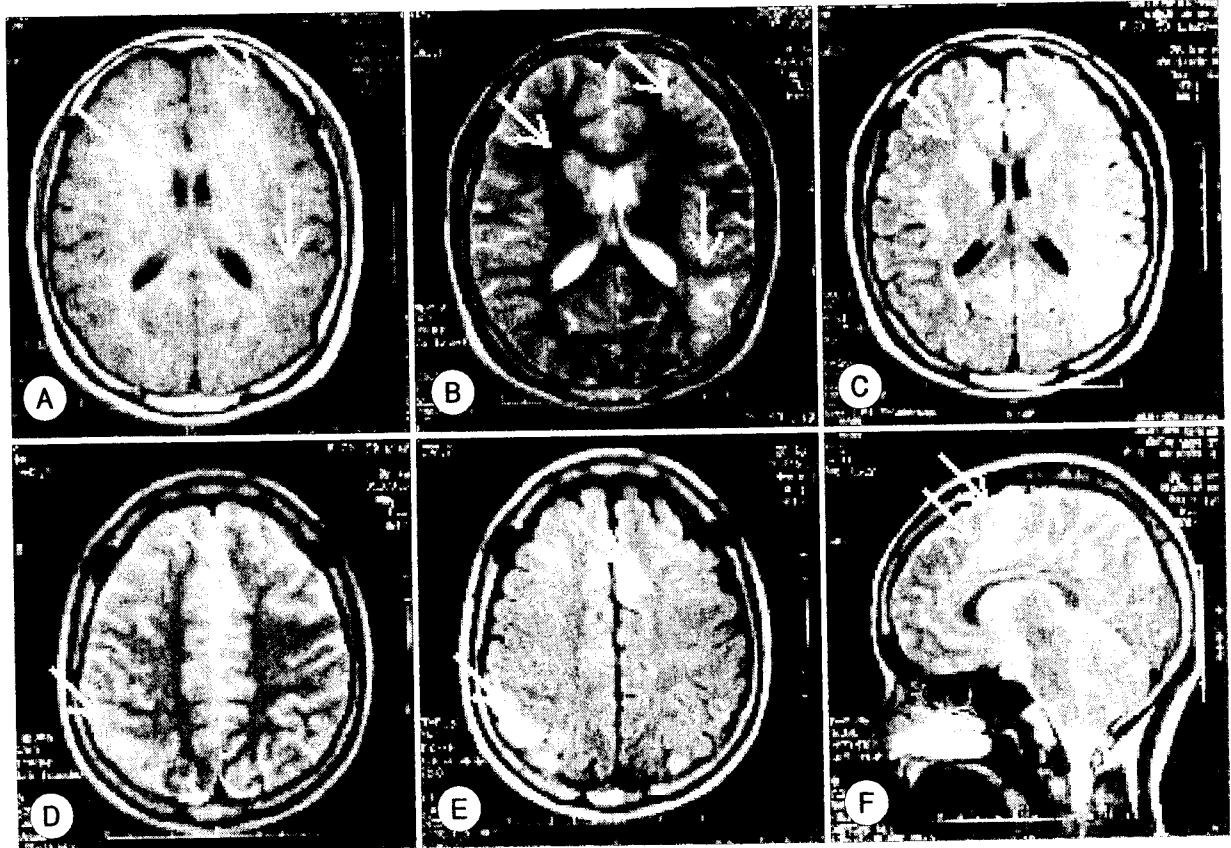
Brain MRI shows multiple tubers in the both cerebral cortices, right caudate nucleus and left anterior cingulate gyrus (A : T2WI axial, B, D : T2WI axial, C, E : FLAIR axial, F : T2WI sagittal).
